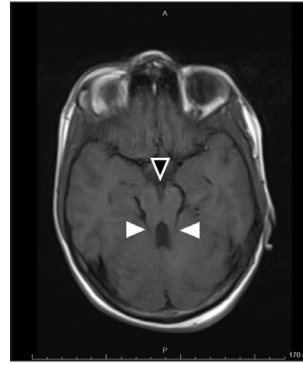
Cranial MRI of the case. Axial T1-weighted image of cranial MR shows the deepened interpeduncular fossa (open arrowhead) and elongated thick superior cerebellar peduncles (thick arrowheads).
